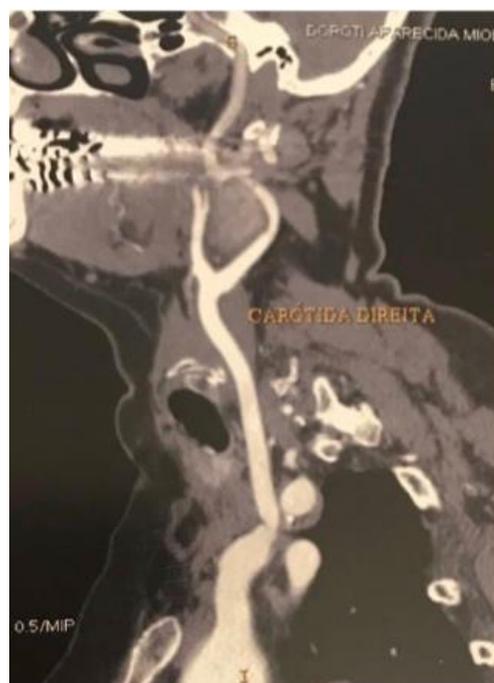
Angiotomografia realizada após 1 ano demonstrou exclusão de aneurisma de artéria carótida e perviedade do stent vascular.
